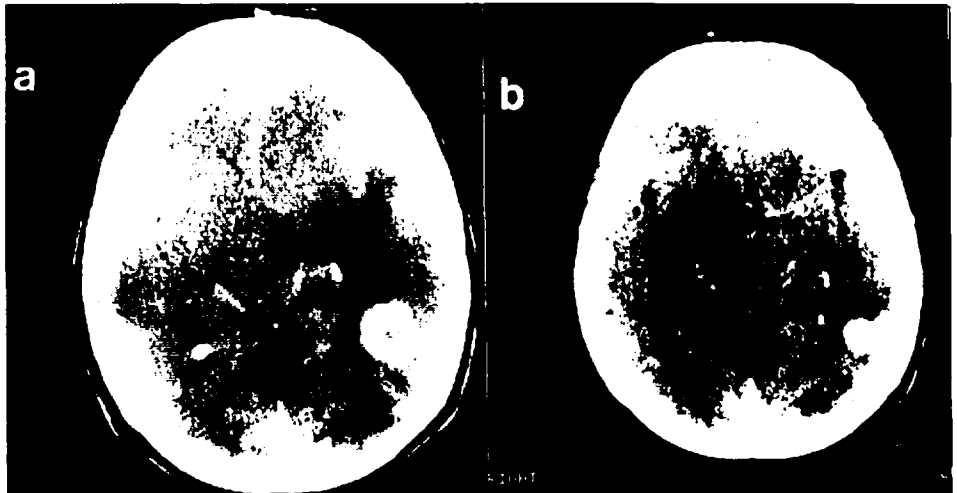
(a) CT de metástase temporal recidivada após radioterapia cerebral convencional numa paciente com câncer do pulmão. A paciente foi tratada com a técnica da rotação dinâmica e recebeu 2000 cGy numa única sessão. (b) CT 4 semanas após a radiocirurgia mostrando acentuada redução do edema cerebral e resposta parcial do tumor.
